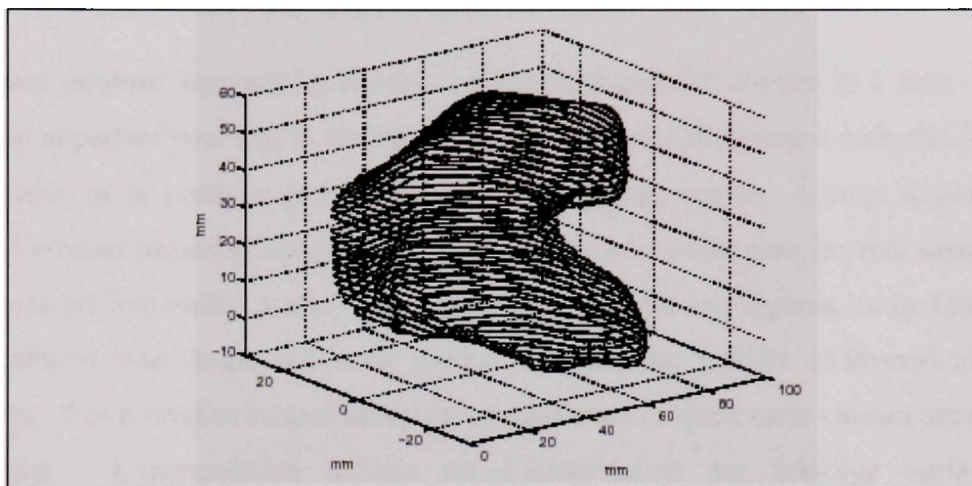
Image 3D à partir de coupe tomographique. Villain (1997)
